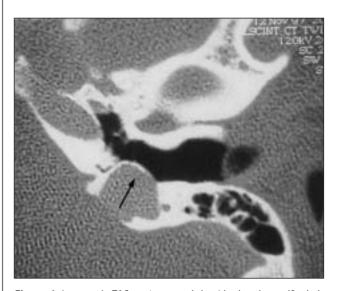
Imagen de TAC: corte coronal de oído derecho: golfo de la vena yugular prominente.
